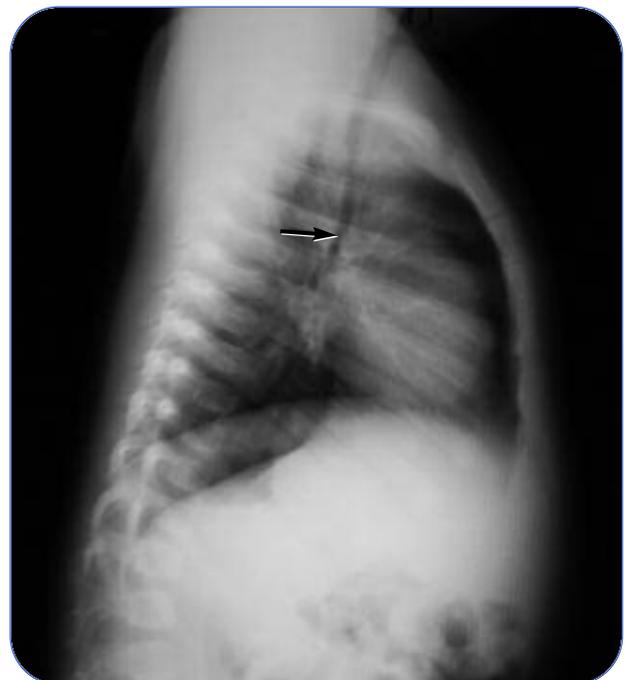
Radiografia del torace, proiezione laterale. Spostamento laterale della trachea indicato dalla freccia.
